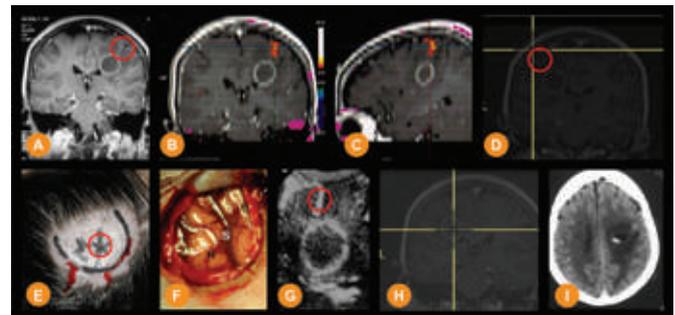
A. Coronal T1-GAD MRI shows a cystic lesion on the left frontoparietal region: the sulci chosen as surgical corridor to approach the lesion (red circle). B and C. Coronal and sagittal views of functional MRI shows right hand activation and its relation to the lesion. D Coronal vision of IGS localizes the sulci and motor strip (hand), red circle shows the sulci. E. Craniotomy design showing the hand activation area (M) and the red circle showing the sulci. F. View of the brain, H= is hand (motor strip) S=sulci. G. Intraoperative ultrasonographic image shows the lesion underneath, red circle shows the sulci. H Coronal vision of IGS at the isocenter of the lesion. I. Postoperative CT shows collapse of the lesion.
